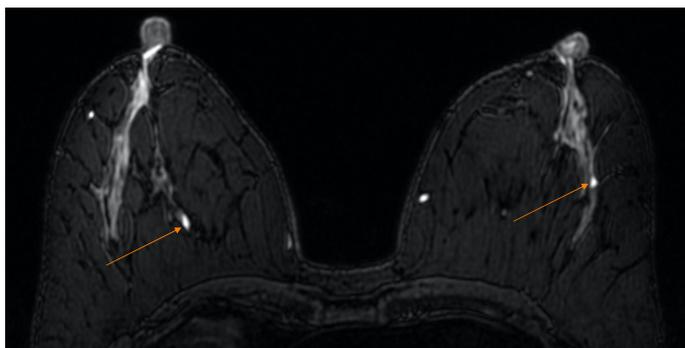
МРТ МЖ. T2 Fsat-последовательность с подавлением сигнала от жировой ткани, аксиальная плоскость. Оранжевой стрелкой указаны мелкие кисты на фоне жилистой ткани
